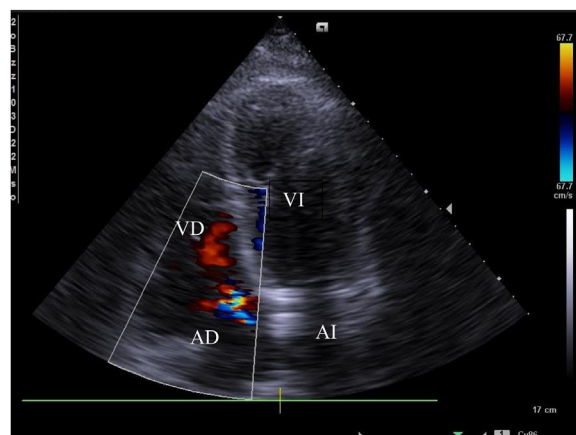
ECOTT con Doppler que demuestra insuficiencia mitral, FEVI: 35%, dilatación del ventrículo izquierdo y ambas aurículas.
